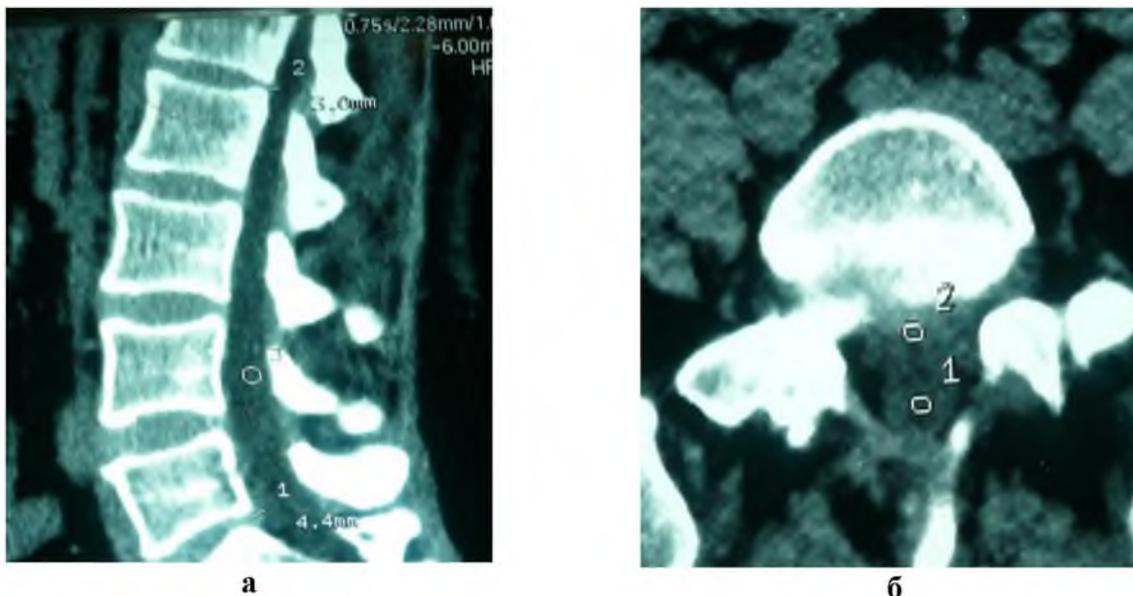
КТ больного после операции в фронтальном и поперечном срезах. Рубцово-спаечный процесс в эпидуральном пространстве.
